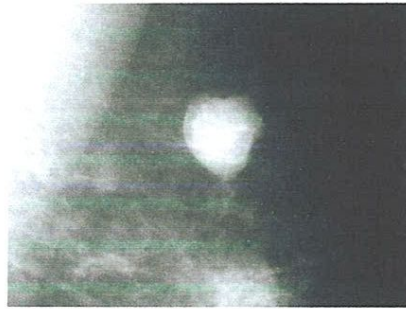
Masses bien circonscrites discrètement lobulées, sans micro lobulation, non calcifiées, non typiquement liquidiennes en échographie : BIRADS 3 [29].*
